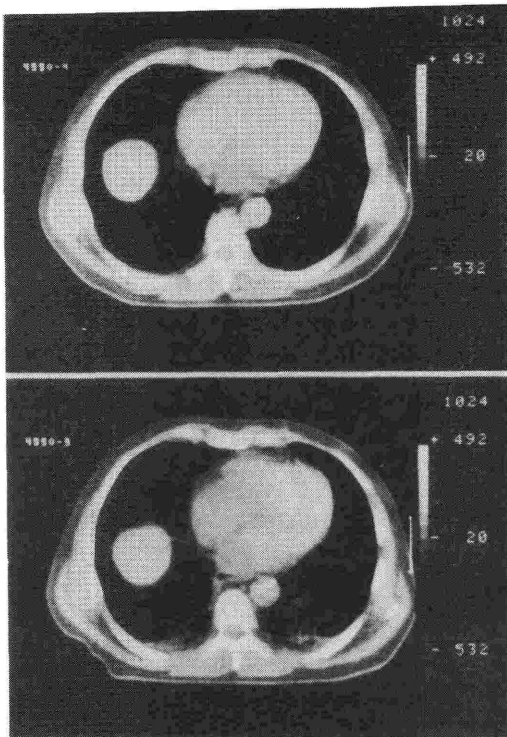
上段は無麻酔時の、下段は全身麻酔時の CT スキャン (胸部) を示す。下段の背側 (dependent regions) に Atelectasis を示すサカ状の像が出現している<sup>2)</sup>。
